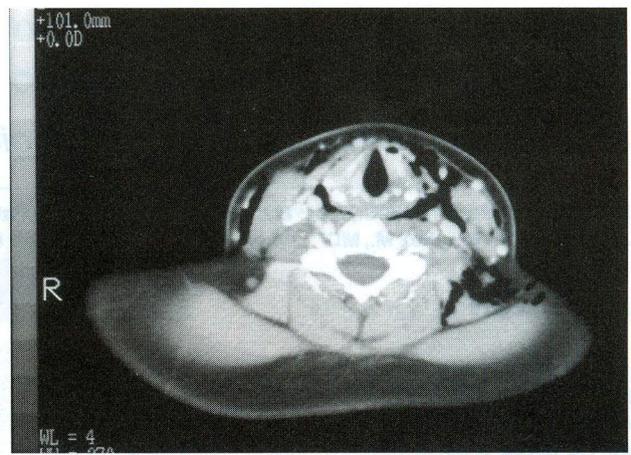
Imagen de TAC de cuello. Se observa la presencia de gas alrededor del espacio visceral y en el tejido celular subcutáneo. No hay colecciones.
